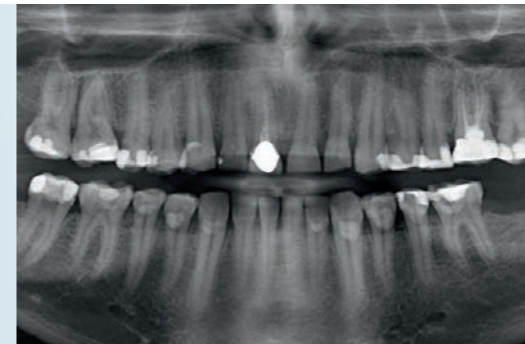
Ausgangssituation im Orthopantomogramm: Multiple Füllungen mit Karies im Randbereich.
